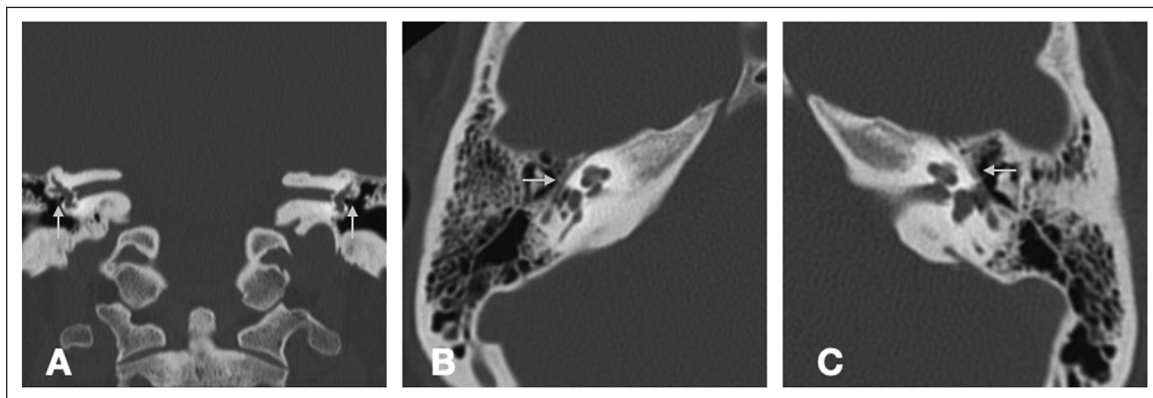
TC de oídos en plano (A) coronal, y focalizado axial (B) derecho e (C) izquierdo. Se observa el trayecto normal del nervio facial en la porción timpánica del canal del facial, donde las paredes son más finas, sin observarse descenso anormal.
